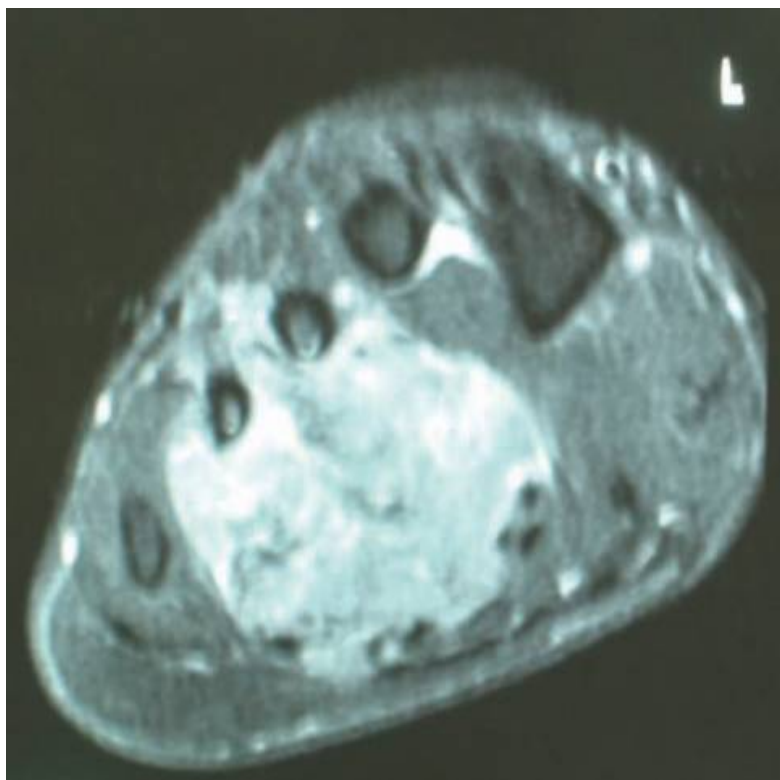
IRM axiale pondérée en T2 montre une implication étendue des tissus mous et des os de l'avant-pied [18]
